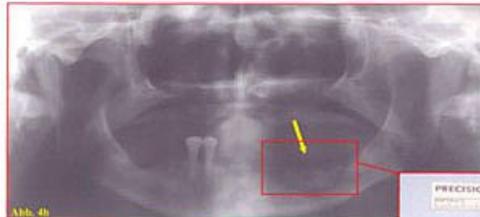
Fistelgang nach extraoral bei entwickelter Odonomyelitis (a). Im Orthopantomogramm dargestellter Sequester (Pst) des linken Unterkiefers (b) und intraoperativ entfernter Knochensequester (c).
